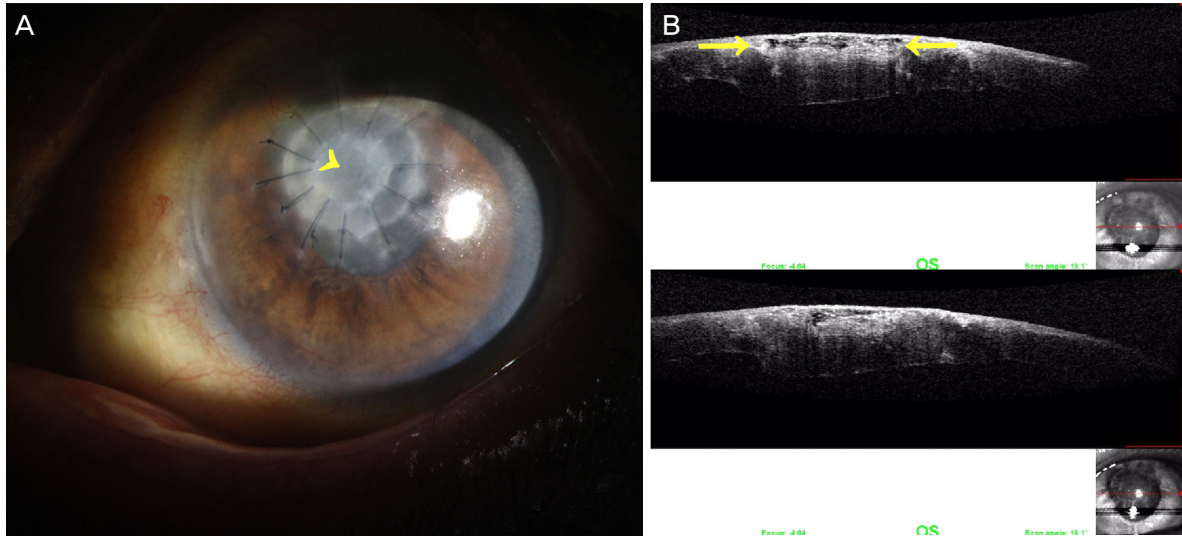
Postoperative slitlamp photograph and anterior segment optical coherence tomography (OCT). (A) After 2 months, the corneal graft was well attached and no signs of a recurring infection were observed (arrowhead). (B) Anterior segment OCT at 2 months after the operation shows well attached corneal graft (between arrows) and slightly swollen epithelium. OS = oculus sinister.
